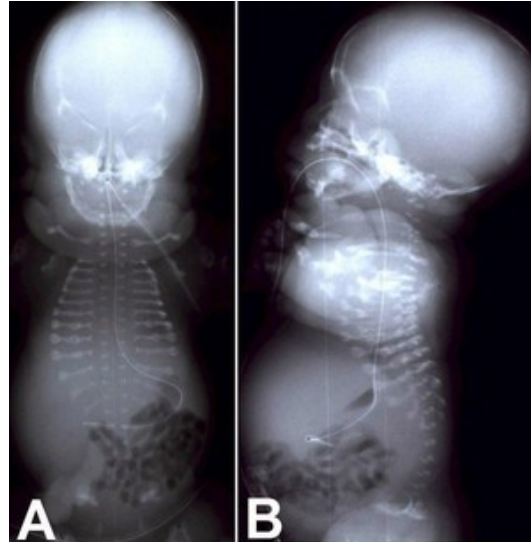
Idem, Röntgen-Bild.
